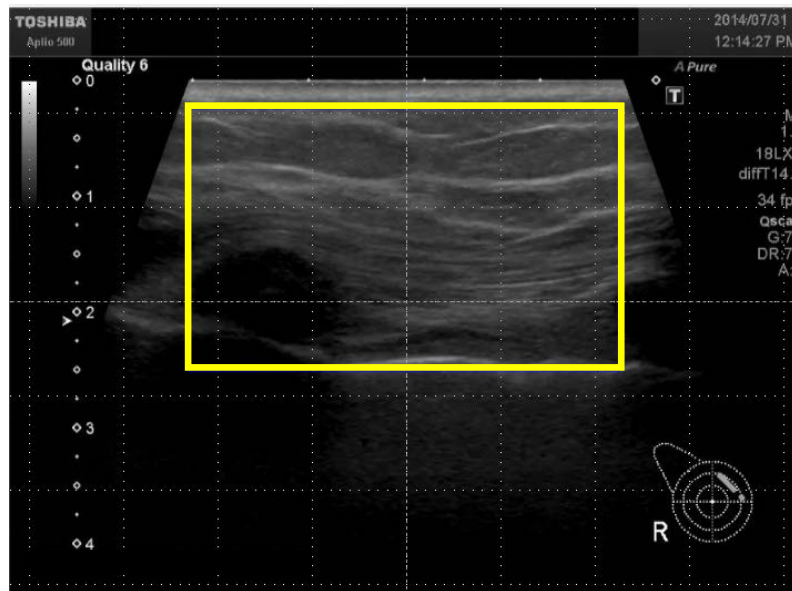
乳房超音波画像の検査対象範囲．黄色い枠線内が検査対象範囲を表す．
